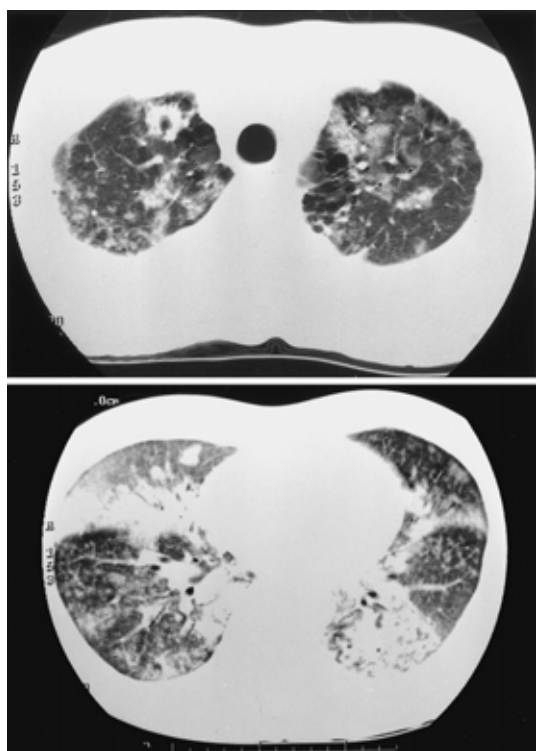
Chest CT scan taken in August 2000 shows ground glass opacities, including consolidation throughout both lungs, and a cavity in the upper field of the right lung.
